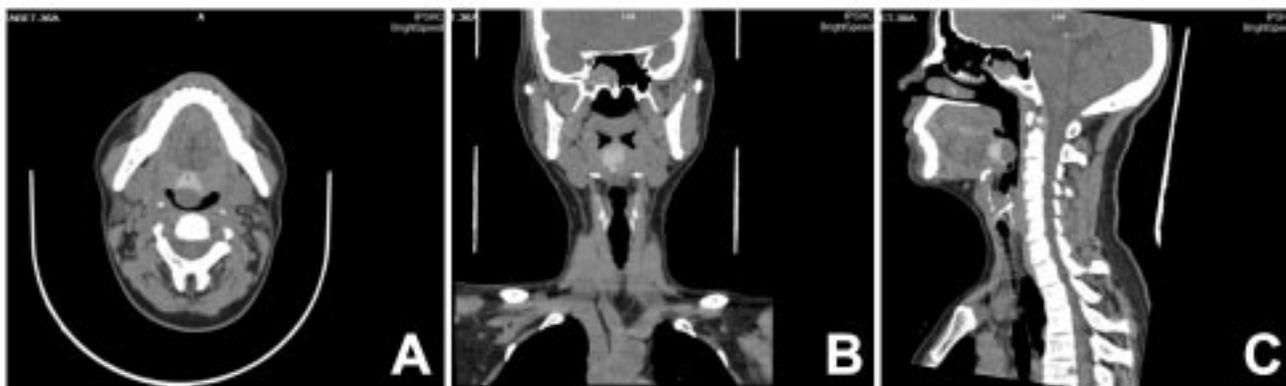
Imágenes de tomografía computada, en los diferentes planos de cortes (A. Axiales; B. Coronales; C. Sagitales) que permiten identificar las características morfológicas del tumor y las estructuras anatómicas comprometidas.
